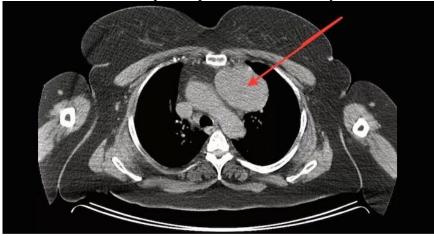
КТ органов грудной полости: опухоль переднего средостения (тимома)
